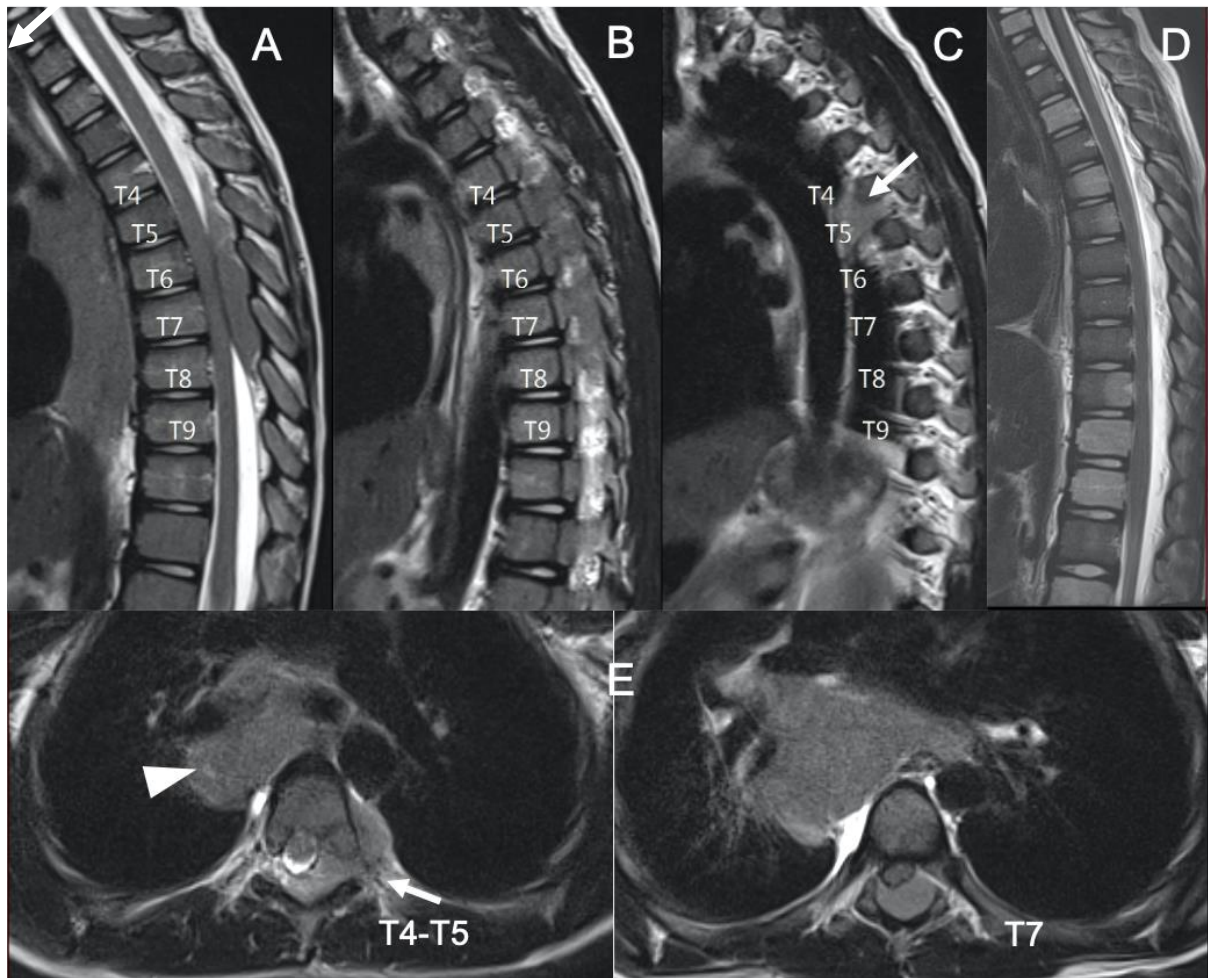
Cas 18 : Enfant de 9 ans : dorsalgies insomniantes sans AEG depuis 10 jours. L'IRM du rachis thoracique sur la séquence sagittale T2 (A-C) montre une masse épidurale postérieure en isosignal s'étendant de T4 à T9 avec infiltration de multiples foramens de conjugaison gauches. Les séquences axiales T2 (E) mettent en évidence à l'étage T4-T5, un prolongement en « bouchon de champagne » de la masse épidurale aux régions extra-foraminales, en passant par le foramen de conjugaison (flèches). La masse épidurale comprime la moelle, qui ne présente pas de signe évident de souffrance. En outre, il existe une masse du médiastin moyen latéralisée à droite (pointe de flèche) sur les séquences axiales T2 (C). La biopsie de la masse médiastinale sous thoracoscopie montre un lymphome de Burkitt stade IV. Après 8 jours de traitement, la masse épidurale n'est plus individualisable (B : sagittale T2). L'hétérogénéité de la trame osseuse est mieux mise en évidence sur cet examen.
